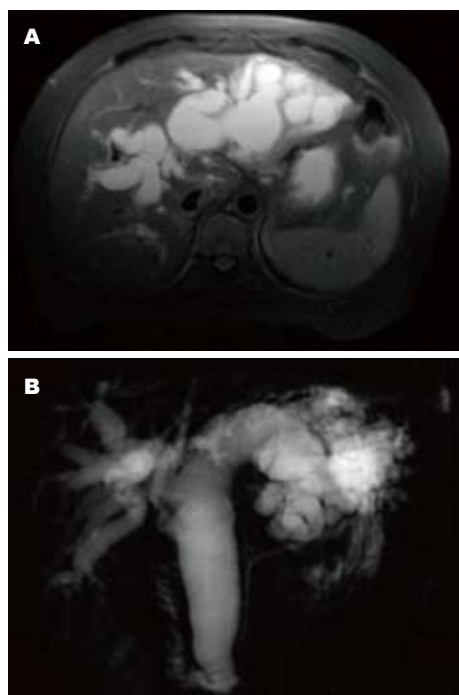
MRI及MRCP观察患者胆管病变。A: MRI示肝内外胆管极度扩张; B: MRCP示胆道下端梗阻。
